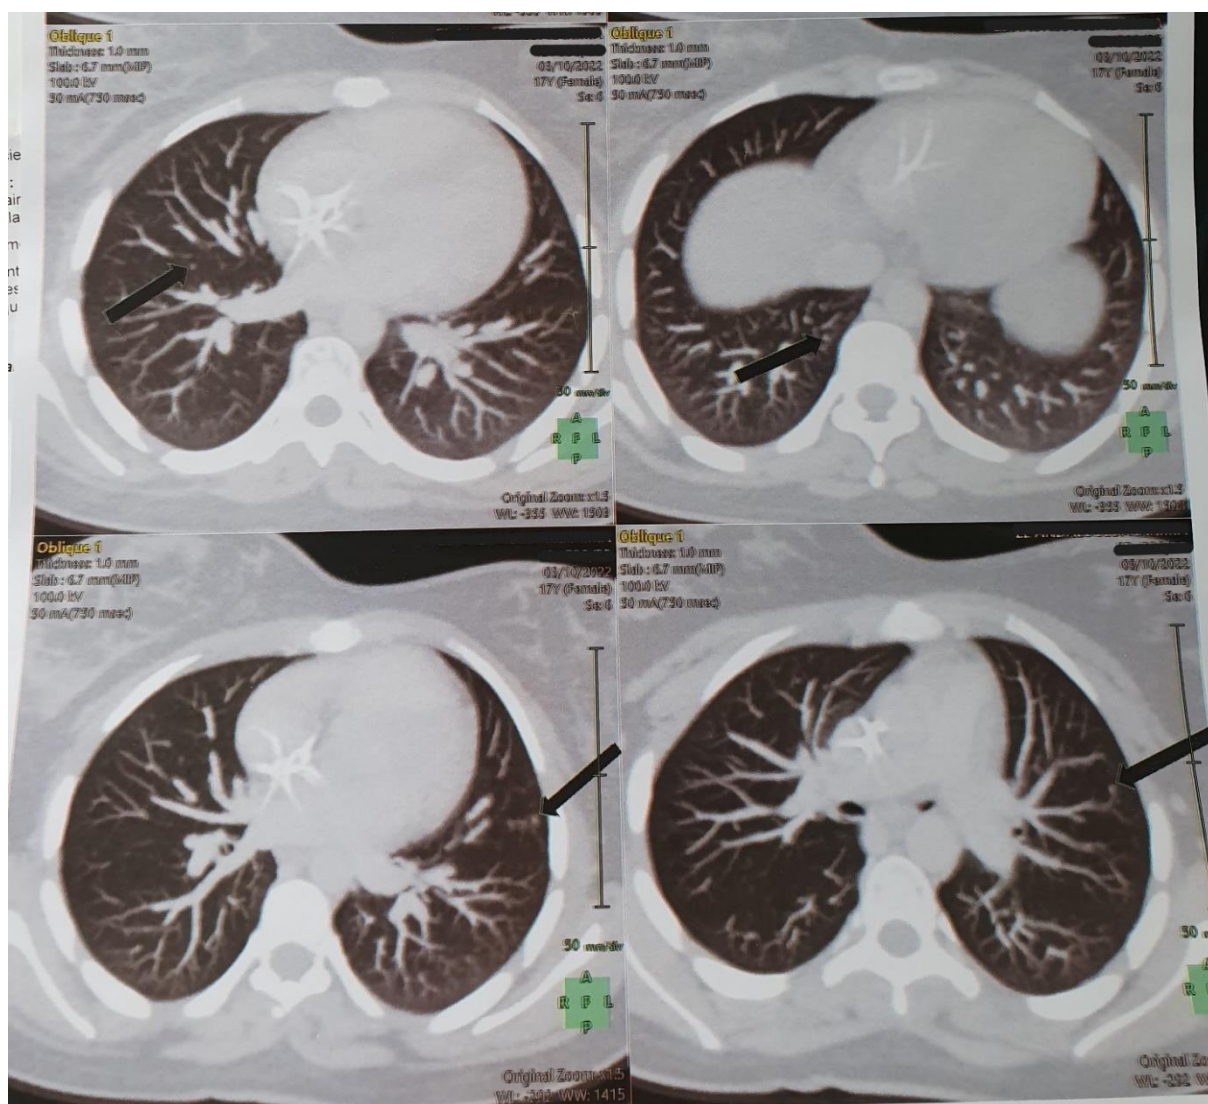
TDM thoracique montrant des nodules pulmonaires métastatique chez un cas de sarcome d'Ewing
